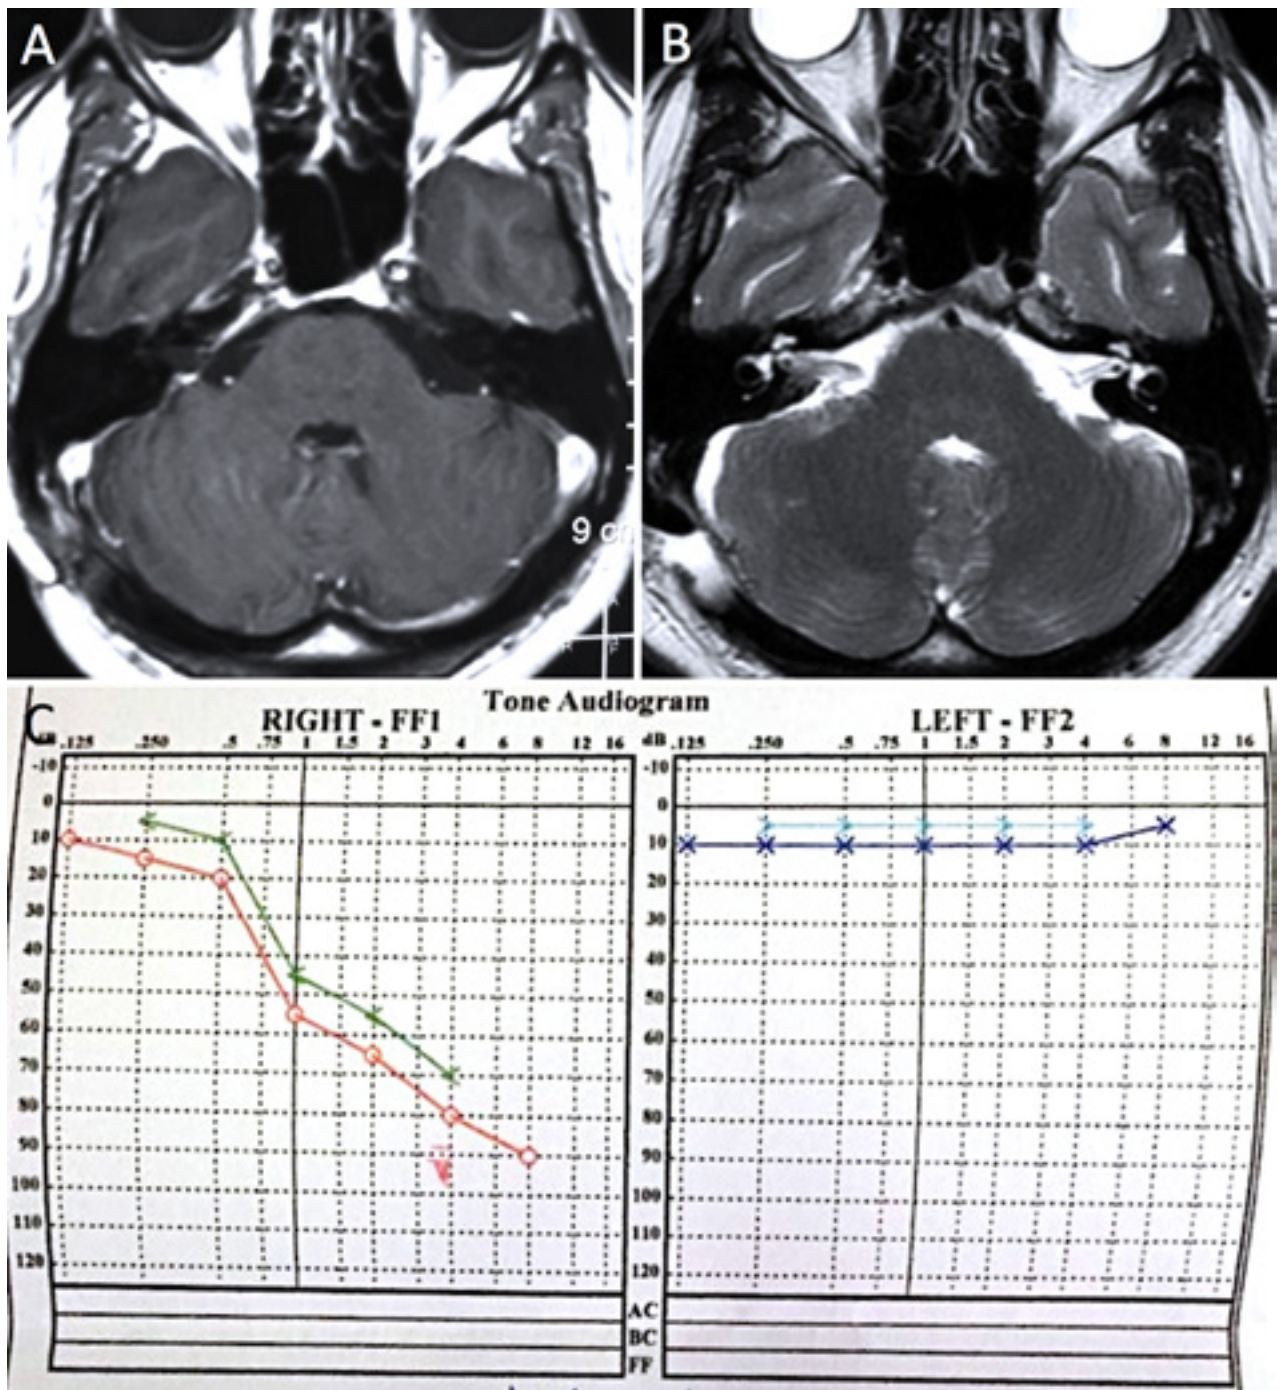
Estudios postoperatorios. Cortes axiales de RM a nivel del CAI en secuencias T1 con contraste (A) y T2 (B) confirman la exéresis tumoral completa. Audiometría postoperatoria (C).
